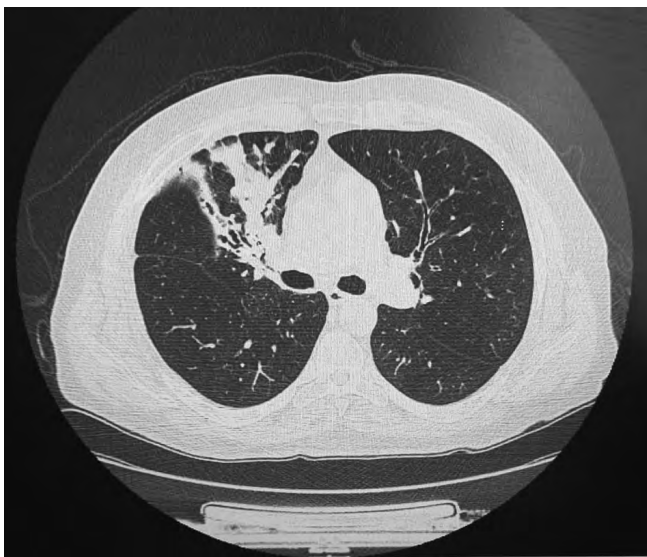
Компьютерная томография органов грудной клетки 05.02.2025
